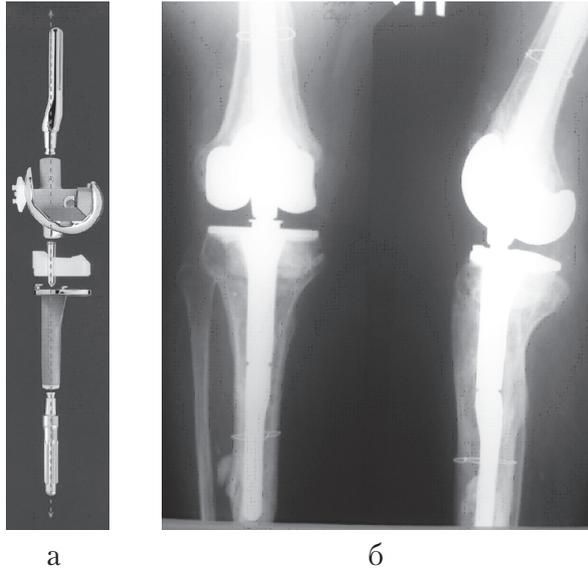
Шарнирный эндопротез Rotating Hinge Knee (Zimmer): а – внешний вид эндопротеза; б – рентгенограммы коленного сустава после установки эндопротеза.
